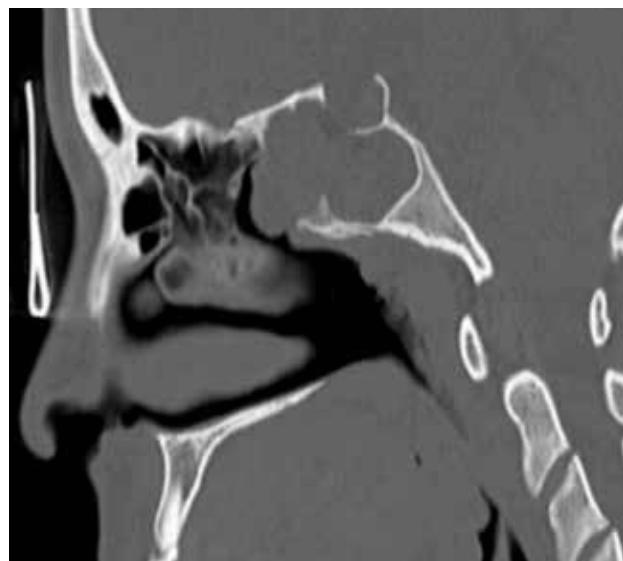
Corte sagital de la tomografía computerizada de los senos paranasales.
